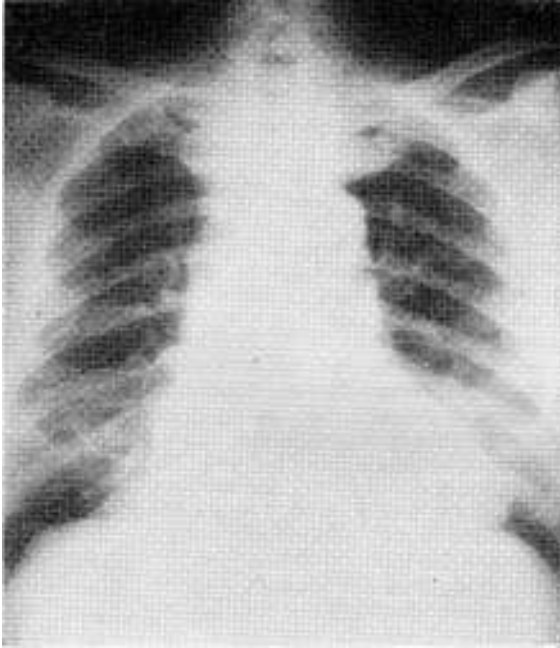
Radiografía de tórax con importante cardiomegalia y aneurisma de la aorta torácica descendente en el enfermo portador de un aneurisma de aorta abdominal fistulizado en la vena cava inferior.
